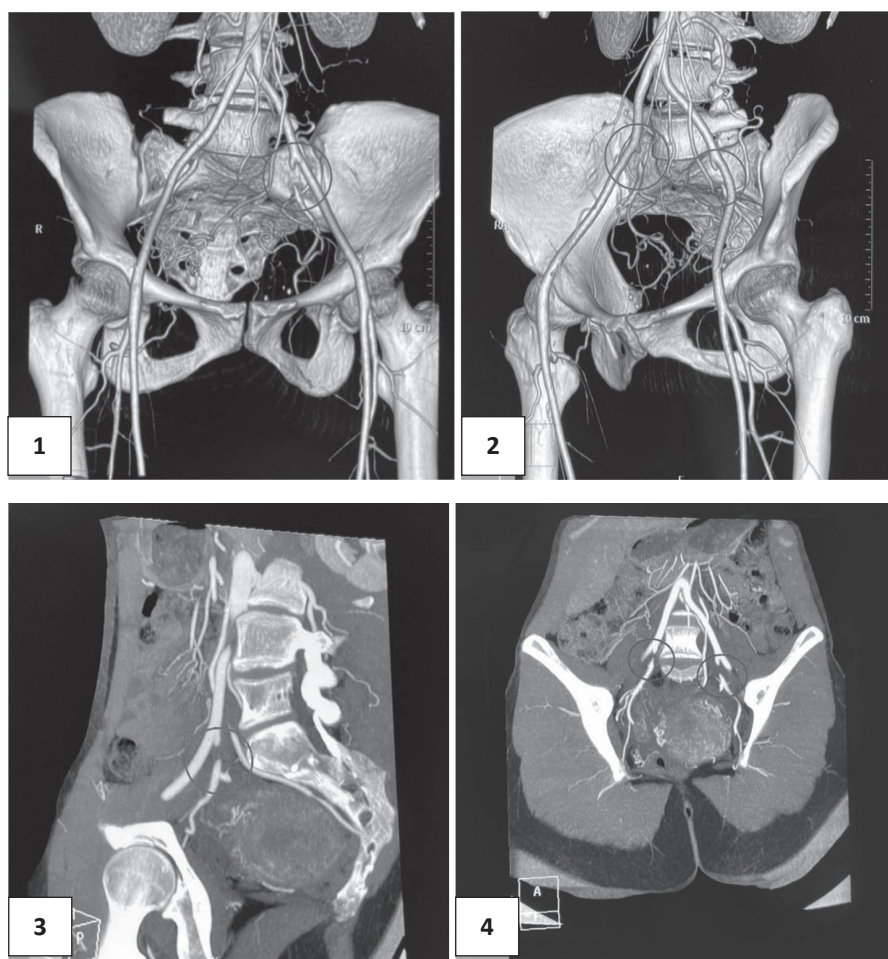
СКТ-ангиография с контрастированием (2018 г.): прямая проекция, окклюзия проксимального отдела внутренней подвздошной артерии слева (1), косая проекция, окклюзия проксимального отдела внутренней подвздошной артерии слева и справа (2), боковая проекция, окклюзия проксимального отдела внутренней подвздошной артерии слева (3), прямая проекция, окклюзия проксимального отдела внутренней подвздошной артерии слева и справа (4).
